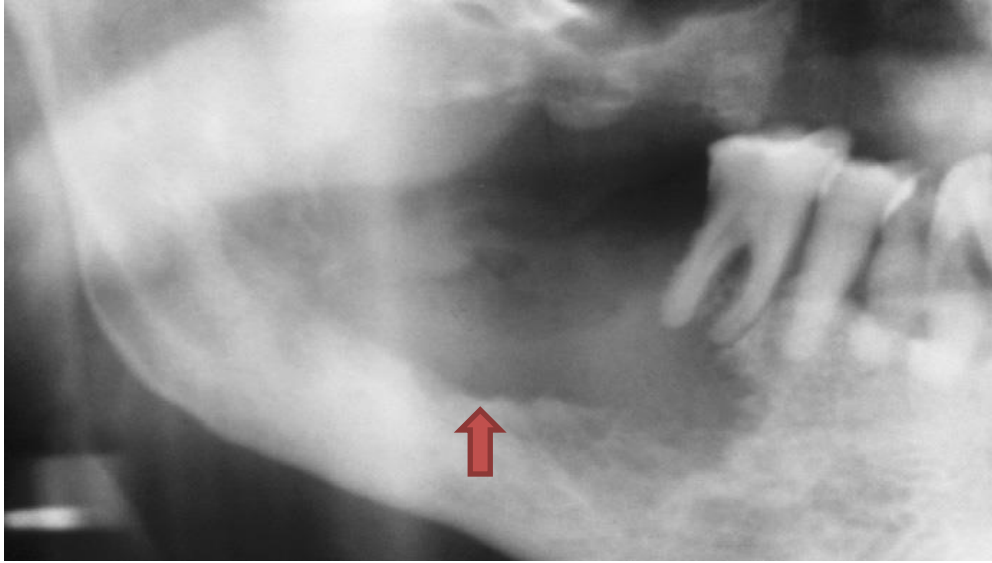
Carcinoma de Células Escamosas, radiograficamente.
